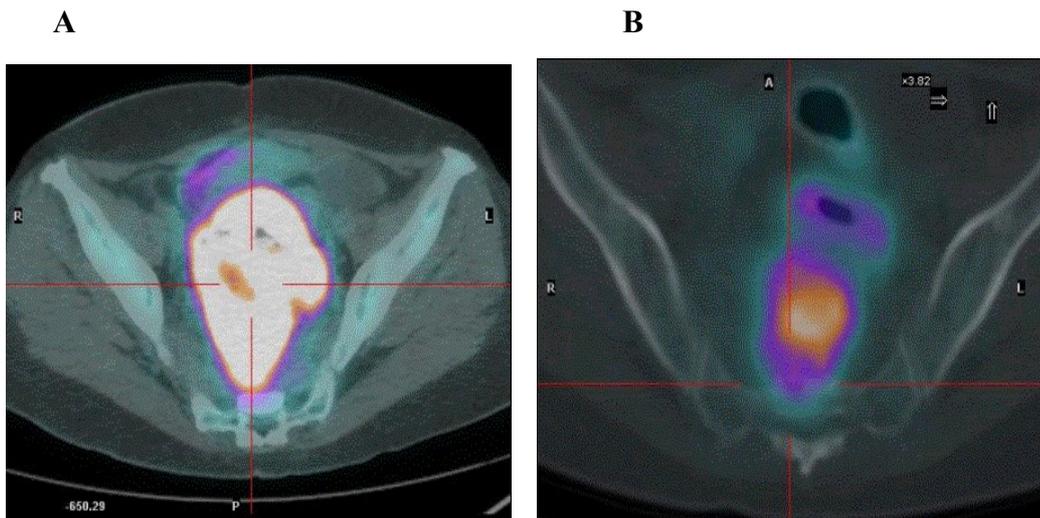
^{18}F FDG-PET/TC di carcinoma del retto medio-basso prima del trattamento neoadiuvante (A, SUV 36) e a 8 settimane dalla fine del trattamento (B, SUV 8.5).
